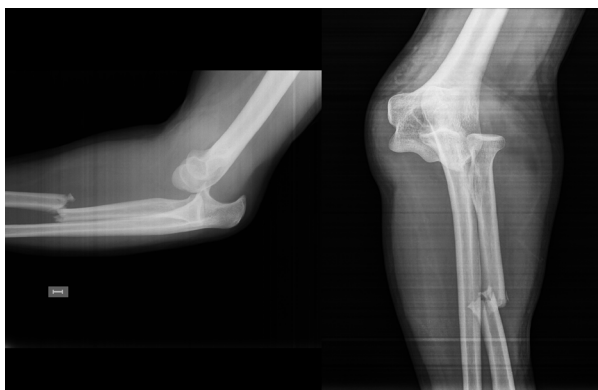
Imagen de radiografía simple en proyecciones de perfil y antero-posterior de codo donde se observó una luxación postero-lateral del codo asociada a fractura diafisaria del radio.
